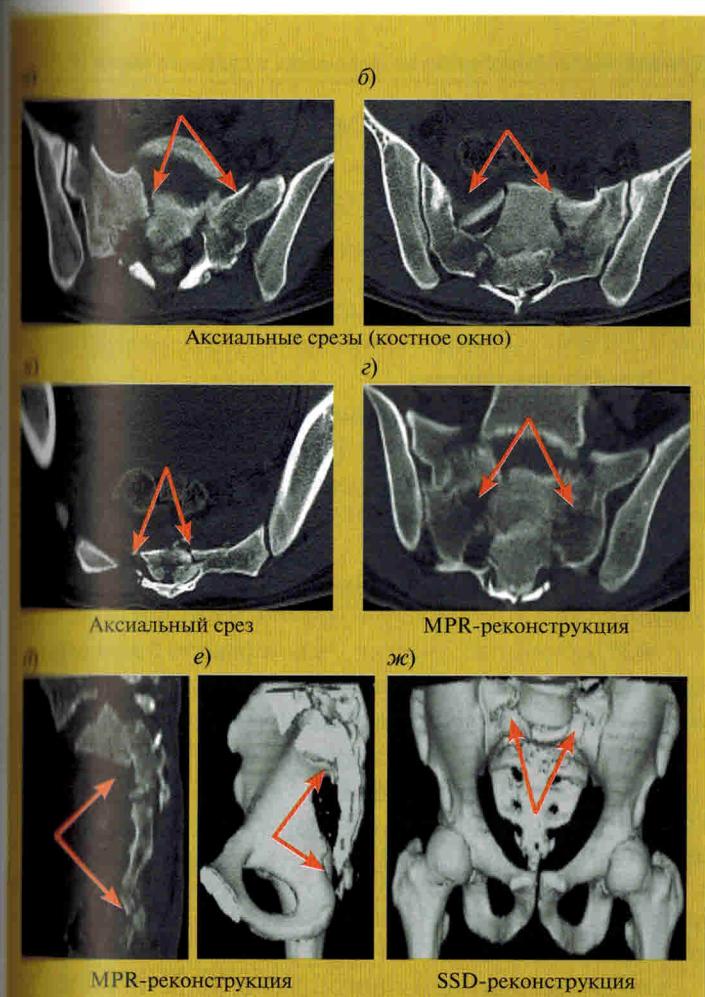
Многооскольчатый перелом (стресс-перелом) крестца и копчика. КТ
